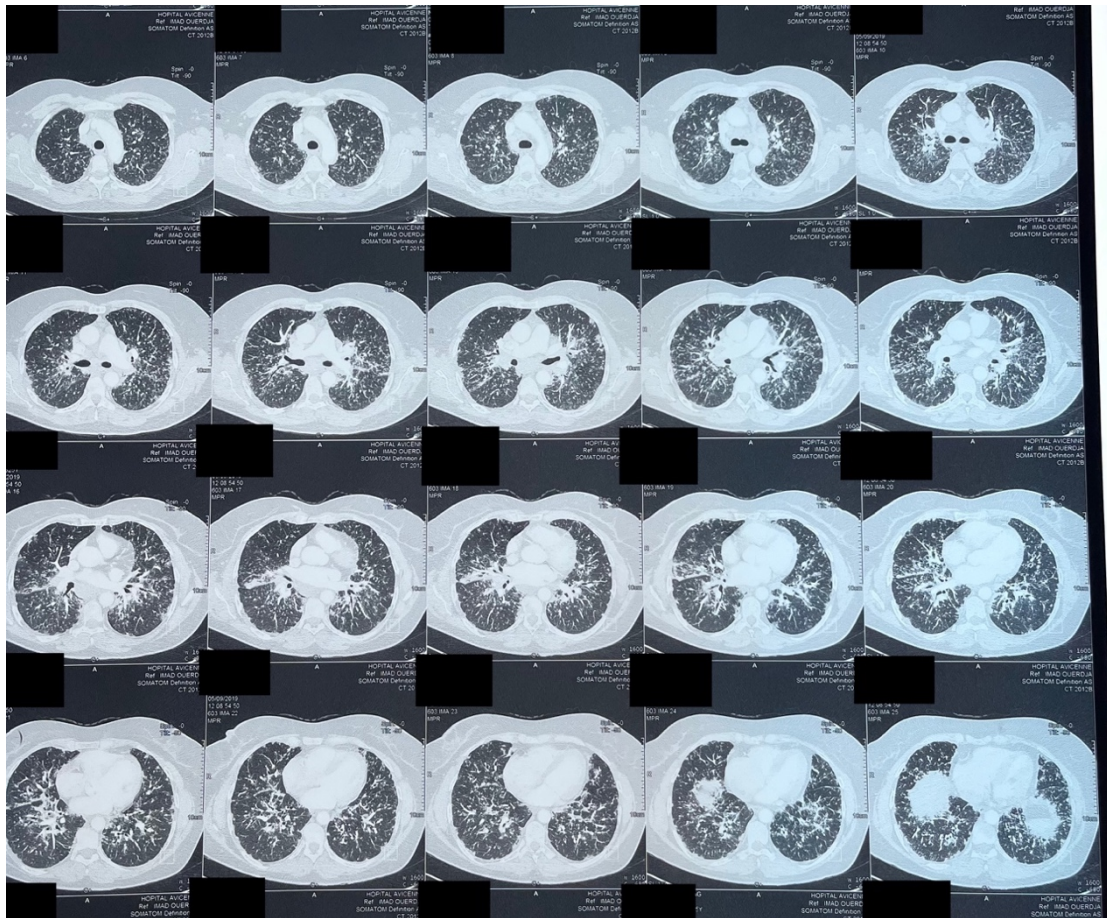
TDM du mois 9/2019
